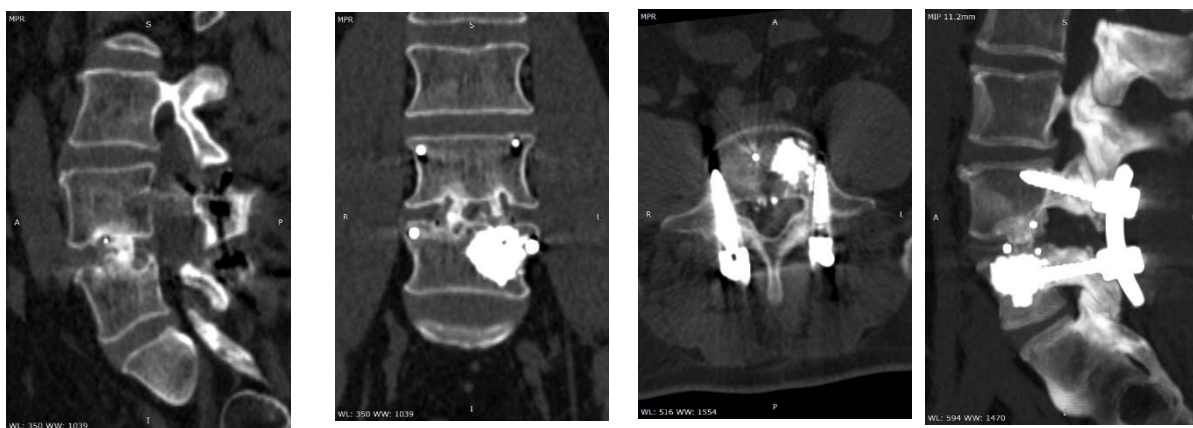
Tomografia computerizată de control la 1 an postoperatoriu
